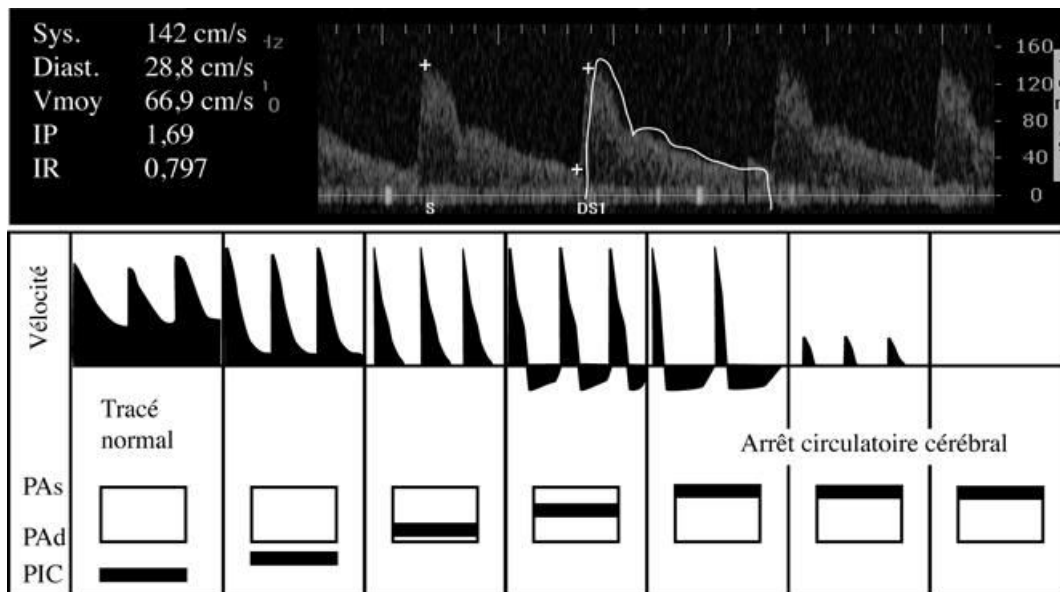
Évolution du profil d'enregistrement doppler de l'artère cérébrale moyenne depuis la normalité jusqu'à l'absence de flux artériel lors d'une augmentation progressive de pression intracrânienne (PIC)[41].
